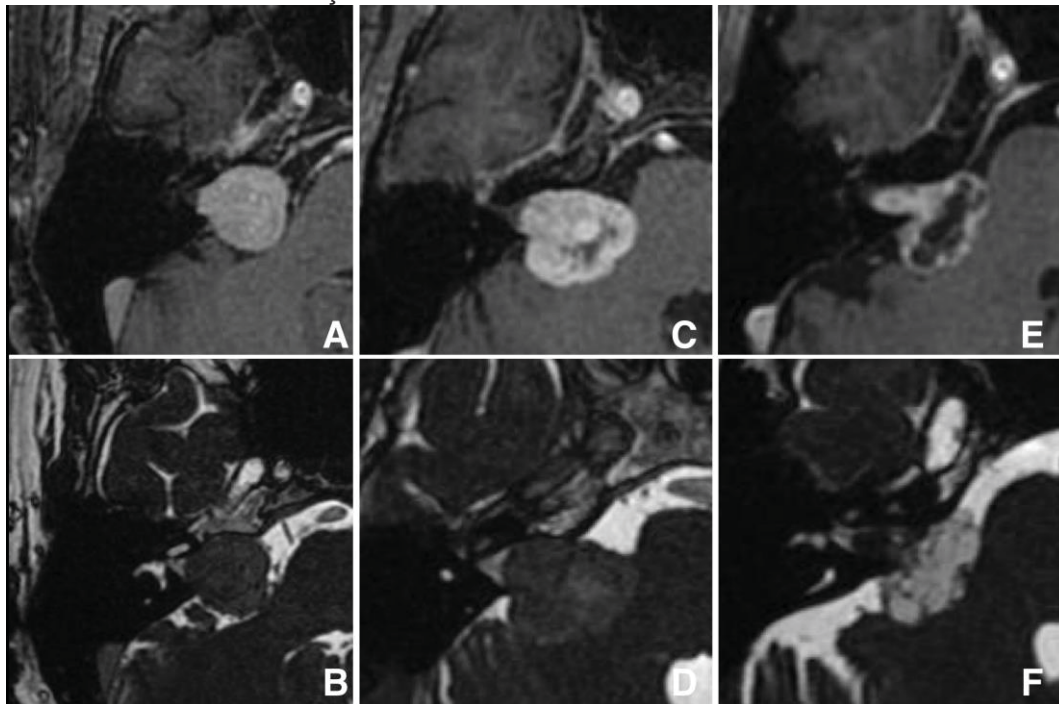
ASPECTOS DE IMAGEM DOS SCHWANNOMAS VESTIBULARES GIGANTES
